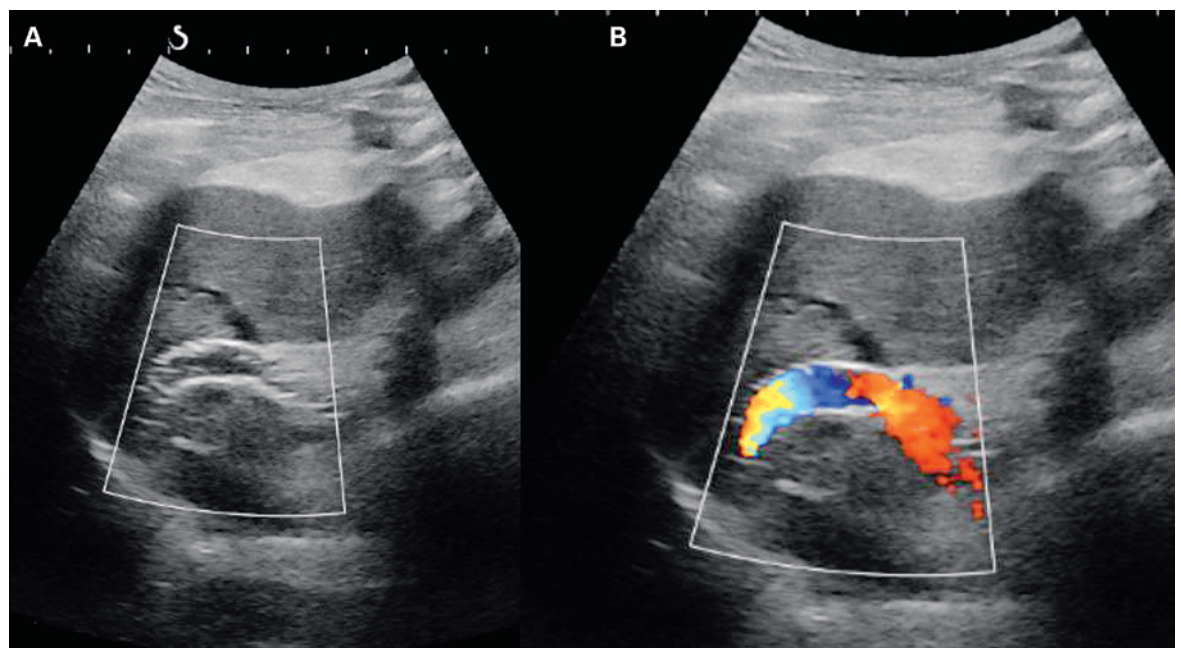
Sonographische Kontrolle des TIPS-Stents A) im B-Bild-Modus, B) in der farbkodierten Duplexsonographie. TIPS: transjugulärer intrahepatischer portosystemischer Shunt.
